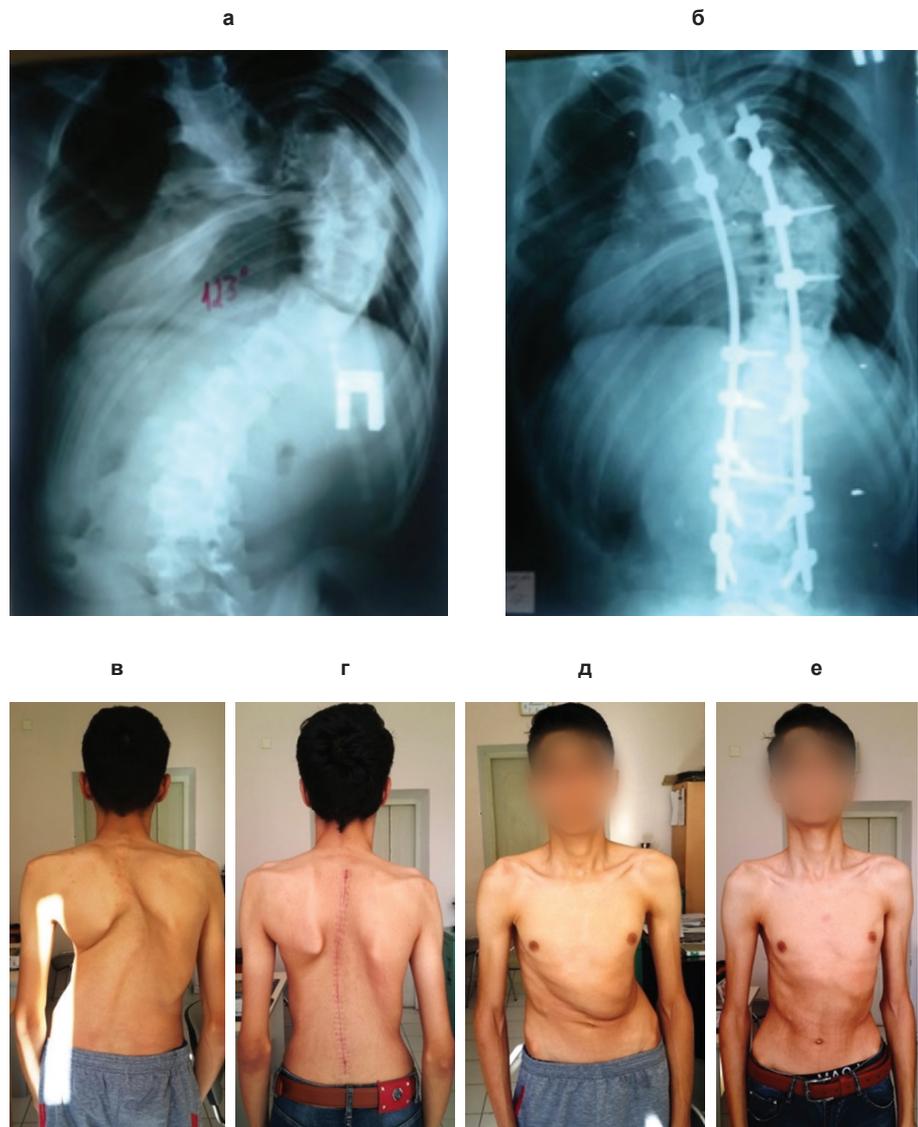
Рентгенограммы позвоночника больного до (а) и после (б) операции. Фотография спины больного до (в) и через 6 мес. (г) после операции. Фотография туловища спереди до (д) и после (е) операции
